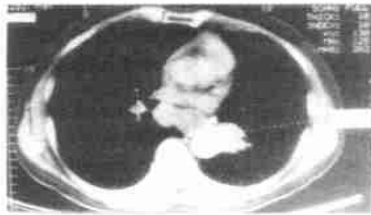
左中心型肺癌 CT 像 WW 300HU, WL 50HU
